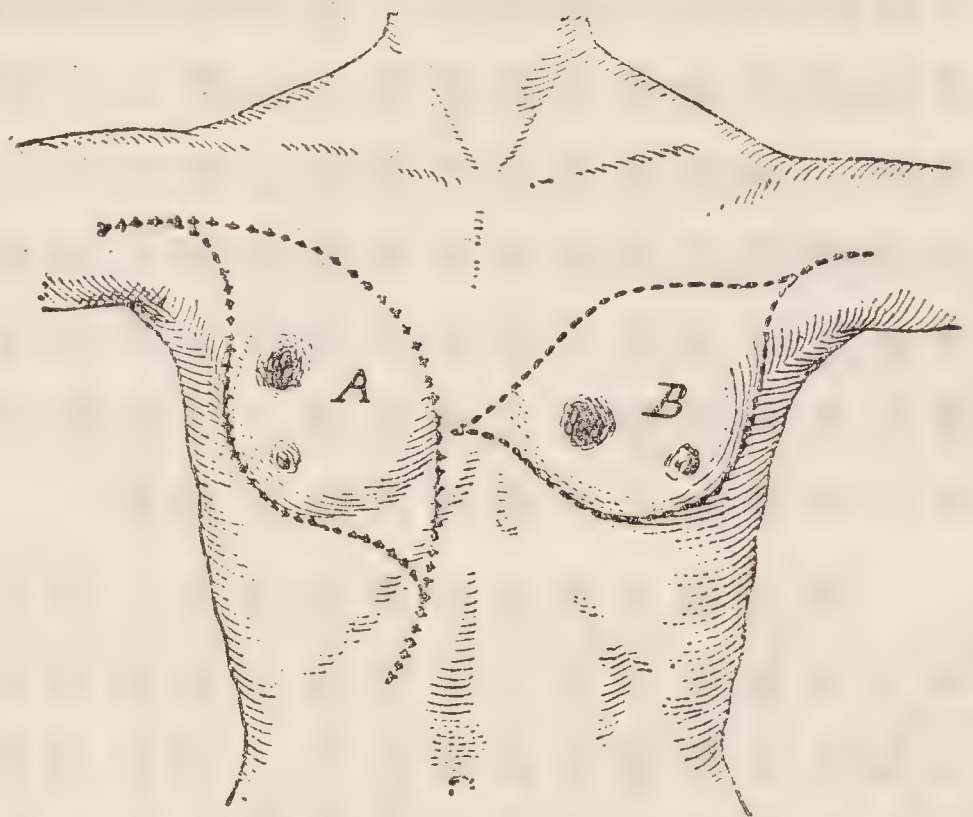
INCISIONS FOR REMOVAL OF CANCEROUS BREAST WHEN THE TUMOR IS SITUATED IN THE UPPER AND OUTER OR IN THE INNER SEGMENT RESPECTIVELY
